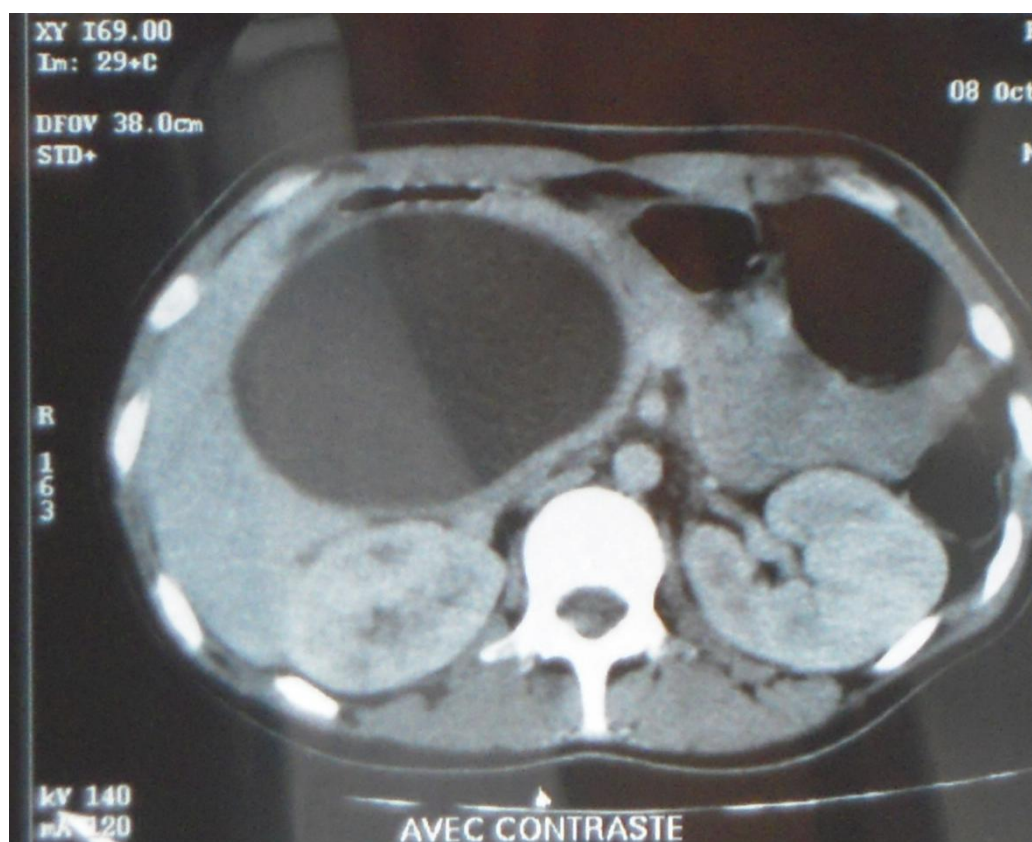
Image TDM avec contraste de la dilatation kystique
